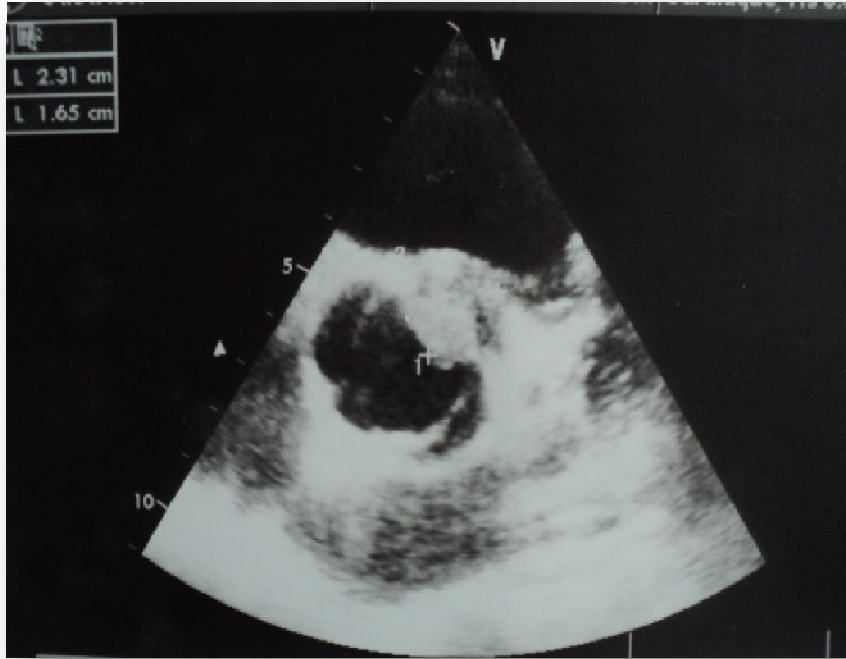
Coupe parasternale petit axe objectivant un abcès peri-valvulaire
